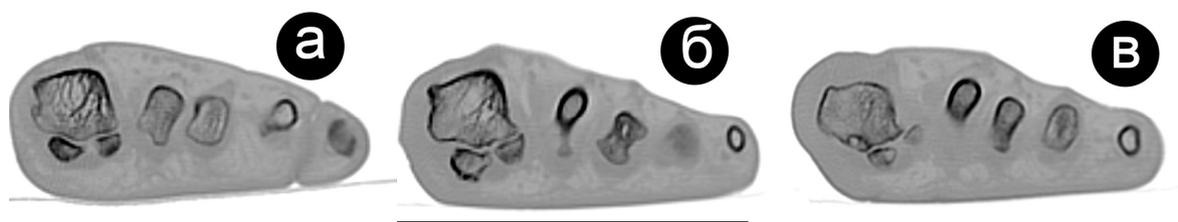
СКТ переднего отдела стоп (изображение преобразовано в состояние инверсии).
